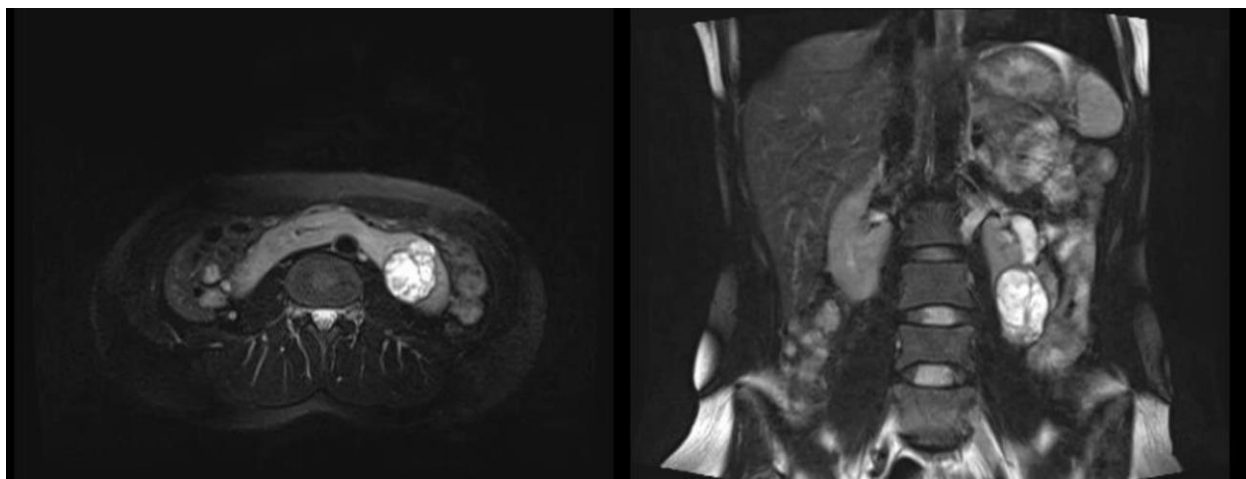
Аксиальный и коронарный сканы томографии пациентки X. до операции: крупная опухоль левой половины подковообразной почки
